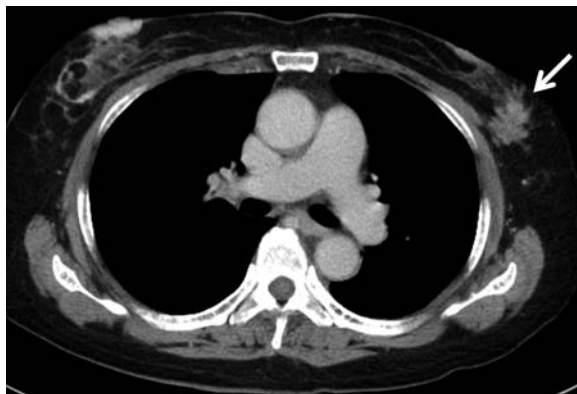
A CT scan demonstrating a lesion in the left breast and spicula formation (arrow).
